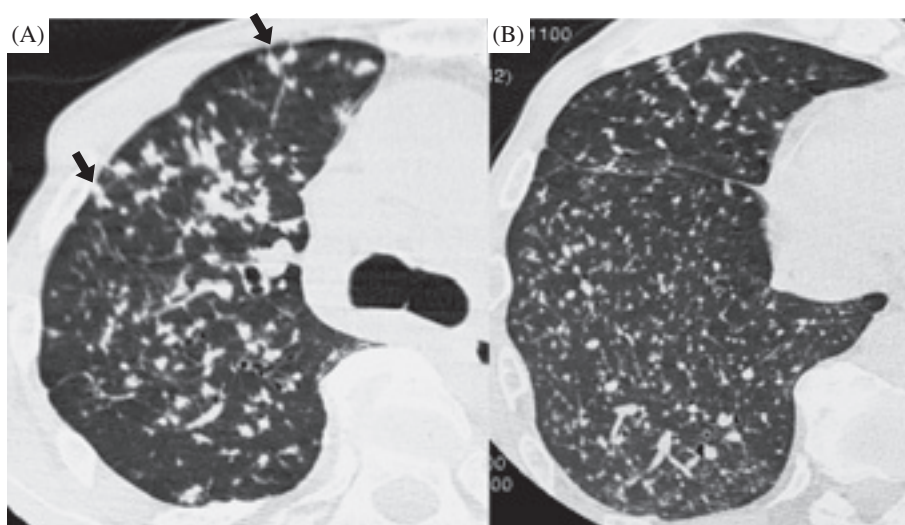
HRCT finding of disseminated tuberculosis caused by bronchogenic spread as well as miliary dissemination. HRCT at the level of carina shows clear centrilobular nodules as well as a tree-in-bud appearance (arrows) in the upper lobe (A). HRCT at a lower level shows random distribution of small nodules; typically shown in miliary tuberculosis (B).
